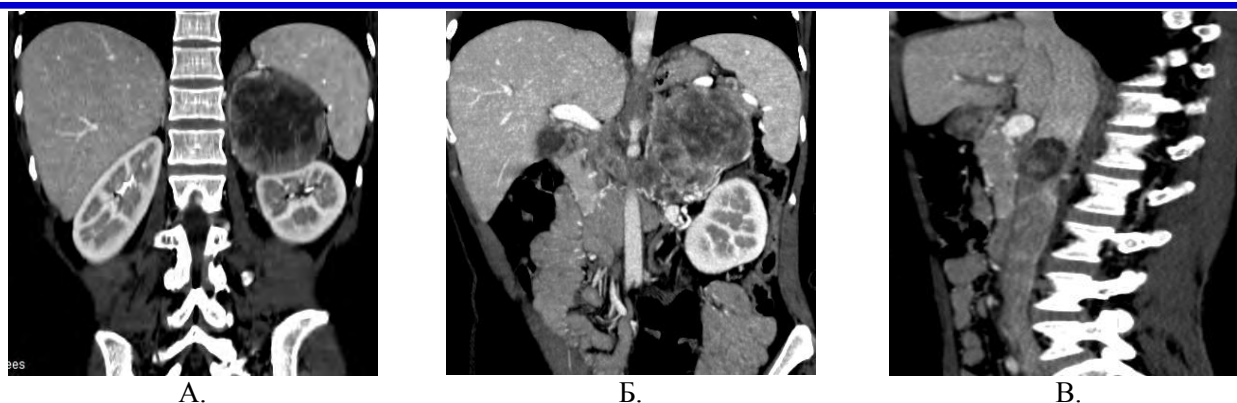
Случай № 1. А. КТ-сканирование (фронтальный срез) показывает массу (М), на данном срезе отделимую от переднего аспекта деформированного верхнего полюса левой почки. Б. Сканирование показывает заметное расширение и удлинение левой почечной вены (стрелки), входящую в расширенный участок нижней полой вены. В. Кавограмма нижней полой вены, показывающая перемещение и возможную инвазию вены по массе. Кавограмма демонстрирует незначительное увеличение диаметра полой вены, выше уровня границы опухолевого тромба, не исключается инвазия НПВ по вентральной её поверхности
